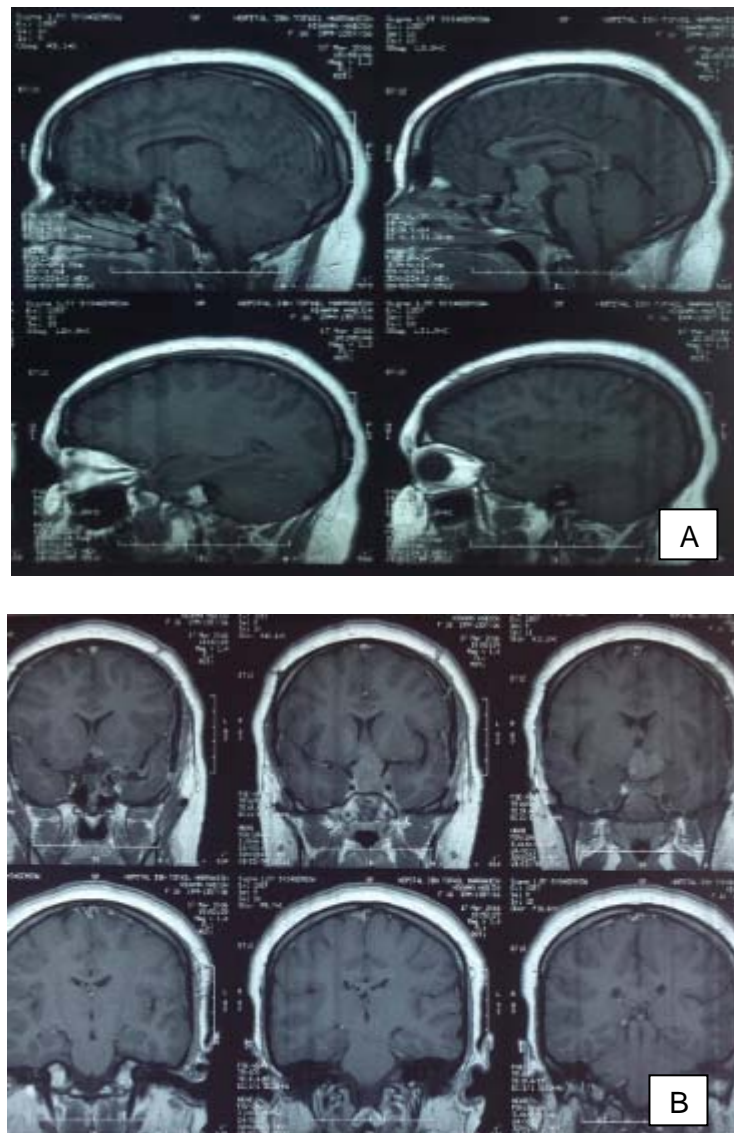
IRM hypophysaire post opératoire d'un macroadénome intra et supra sellaie objectivant une régression de l'adénome
